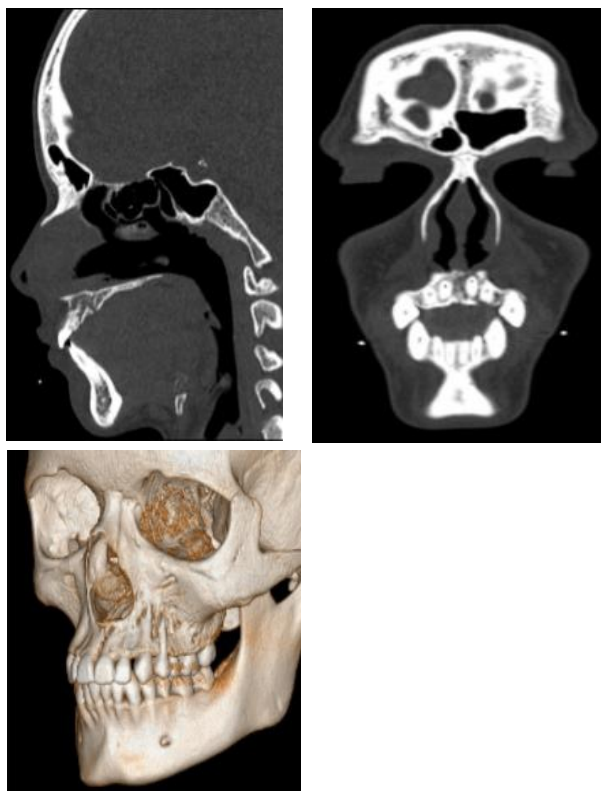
Exames de imagens pré-operatório (Tomografia computadorizada de face: corte sagital, coronal e reconstrução tridimensional, respectivamente).
